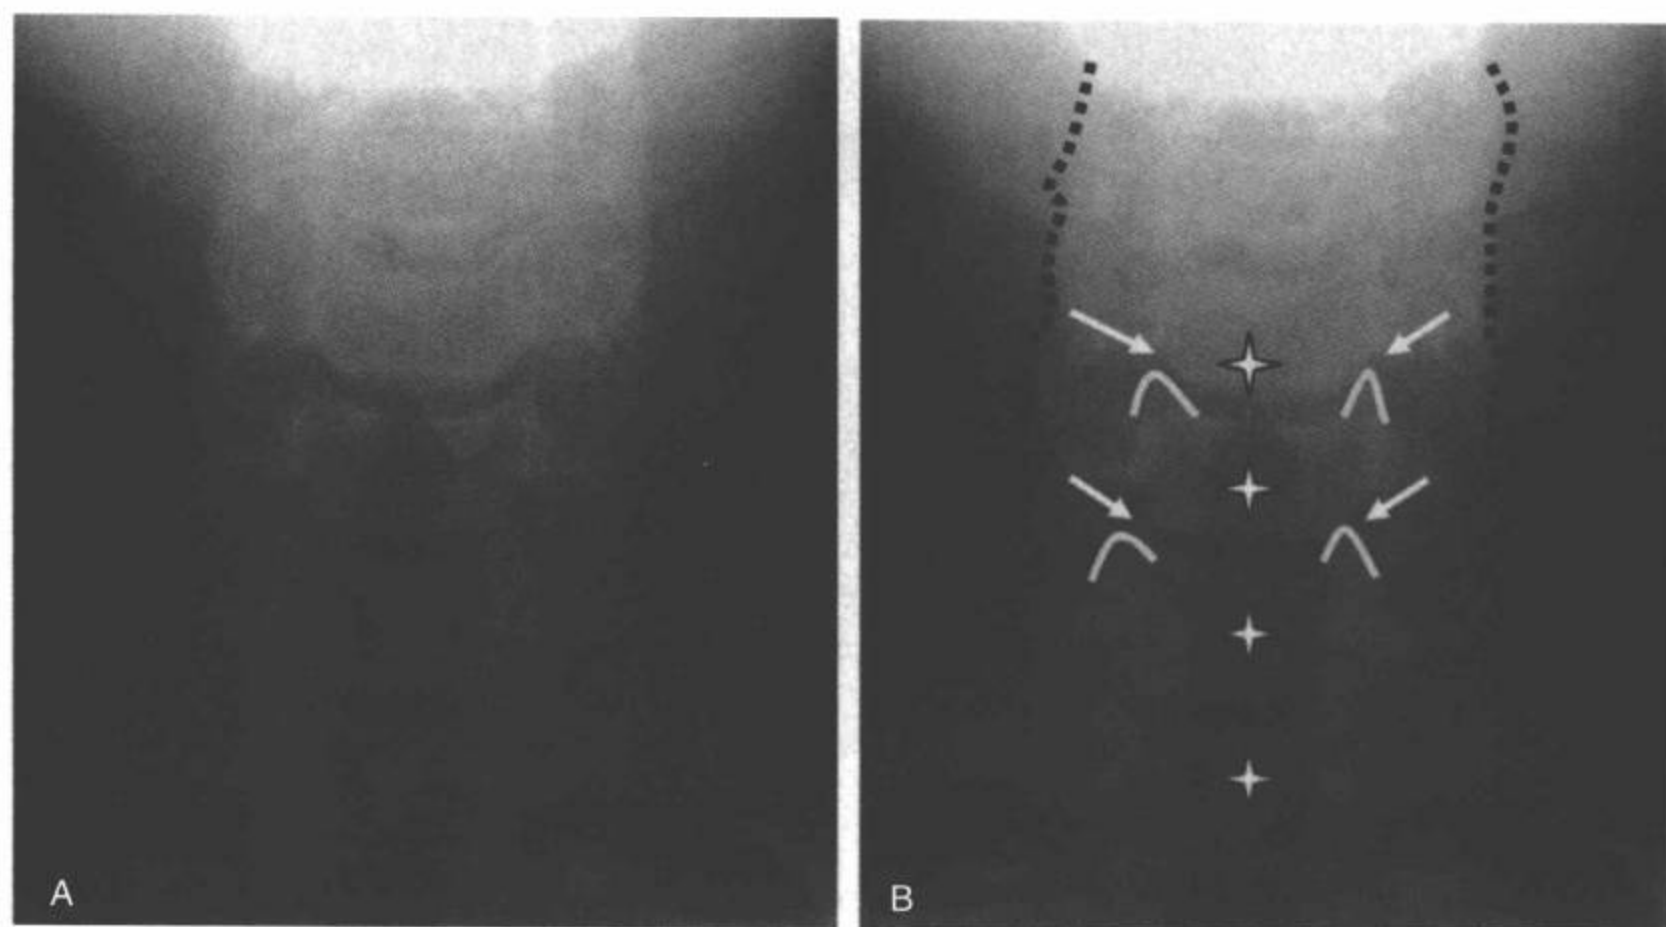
A, B: 正中位上正常颈椎前后位(AP)平片。棘突是正常的中线结构(白星号), 应该呈直线排列或因为转头而逐渐偏移。钩突关节(Luschka关节)(B中白箭)包括在所有层面上对称或垂直排列的钩突(B中黄线)。侧柱外侧的皮质缘(B中间断黑线), 代表解剖上重叠的关节块上的外侧皮质, 表现光滑和轻度波浪形、无中断的完整线性密度。注意椎体高度相等, 相对的椎间盘间隙的皮质边缘是平行的。(见彩图5-16B)
